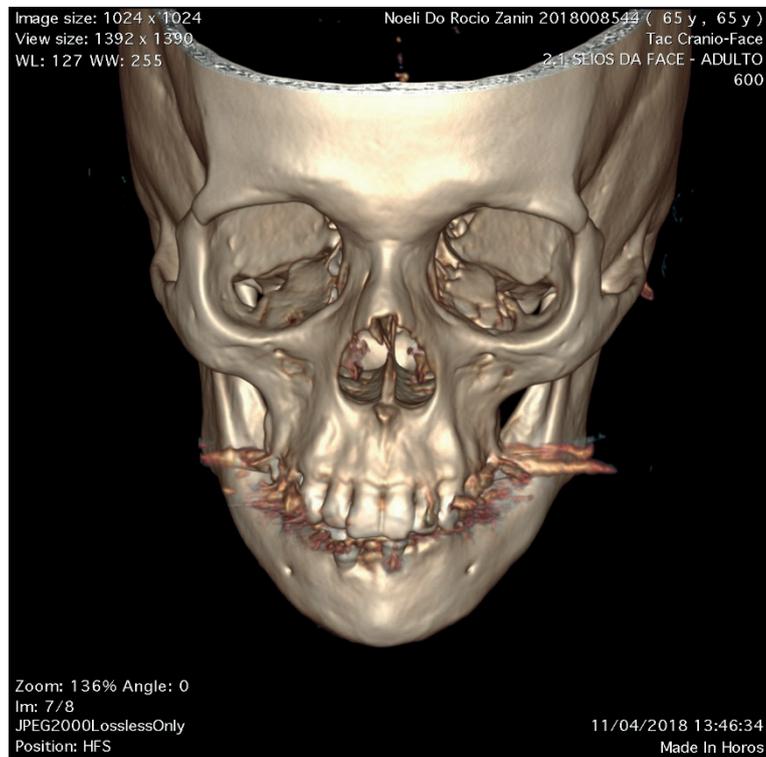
TC em 3D mostrando os cotos fraturados
